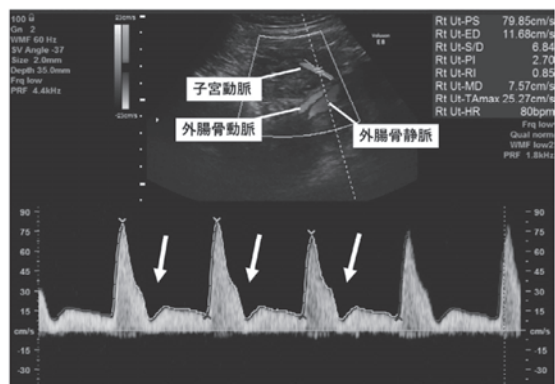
超音波パルスドプラ法による子宮動脈血流検査
